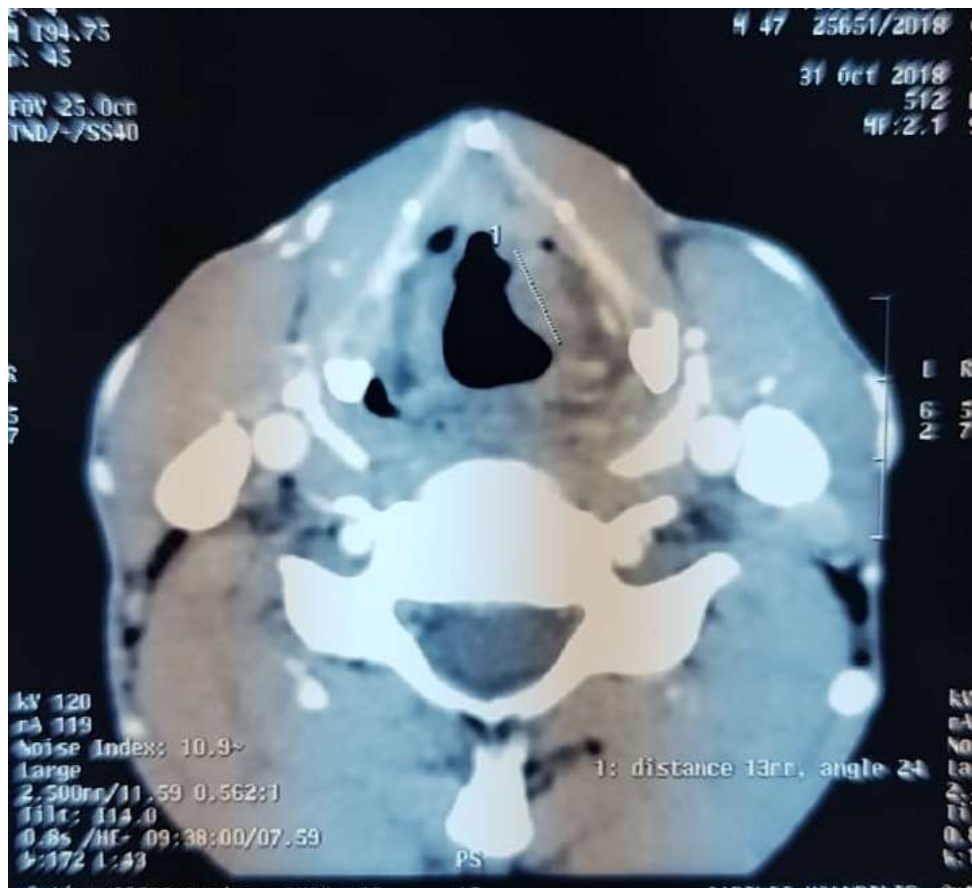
coupe TDM montrant une masse tissulaire bourgeonnante intéressant la corde vocale gauche d'environ 1,3 cm (service d'ORL HMMI Meknès)
